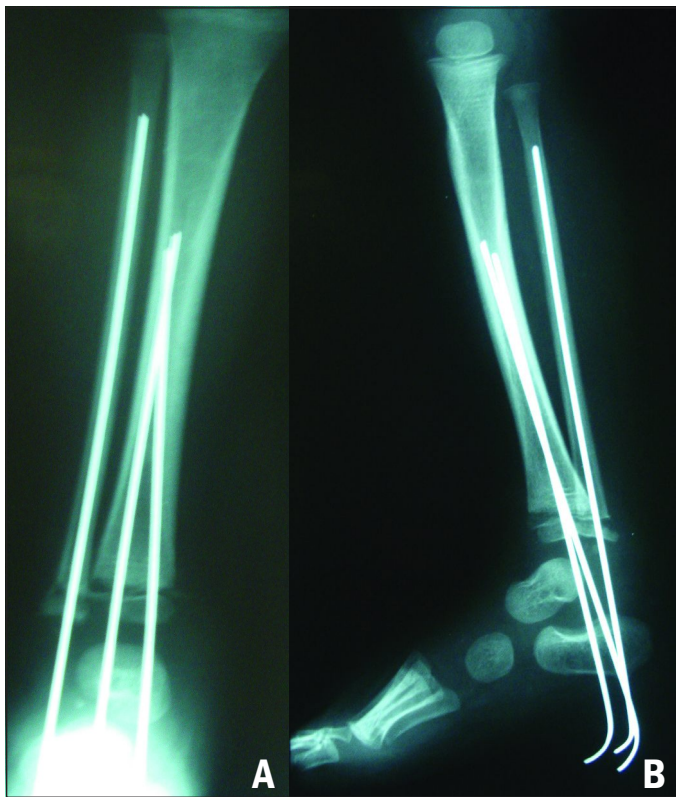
Radiografia anteroposterior (A) e perfil (B) da perna direita, evidenciando a fixação óssea do pé e perna.
